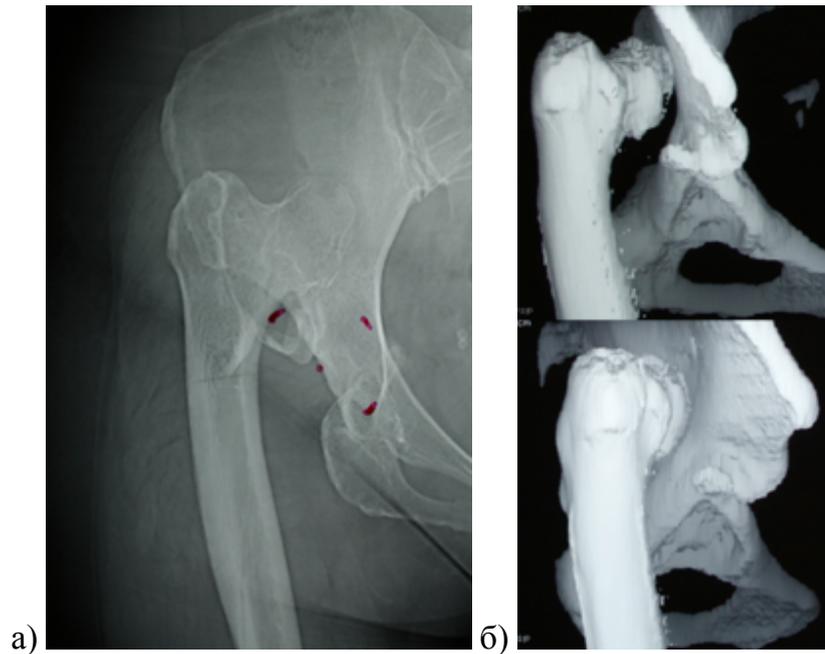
а) рентгенограмма правого тазобедренного сустава пациентки 47 лет с правосторонним высоким вывихом типа C2 по Hartofilakidis; б) на 3D реконструкции КТ хорошо визуализируется типичная форма вертлужной впадины в виде «вигвама», а также видно, что запас кости достаточный для установки вертлужного компонента имеется только в области истинной впадины
